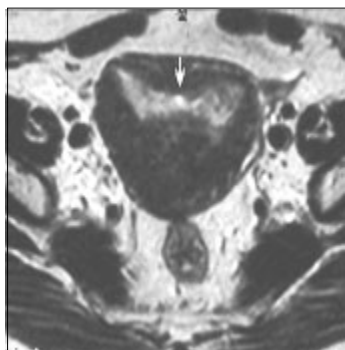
Útero arcuato numa mulher de 59 anos. RM - T2 axial demonstra um contorno uterino externo normal. A moldagem condicionada pelo miométrio fúndico é suave e ampla. Observam-se aspectos de carcinoma do endométrio e de adenomiose difusa.
